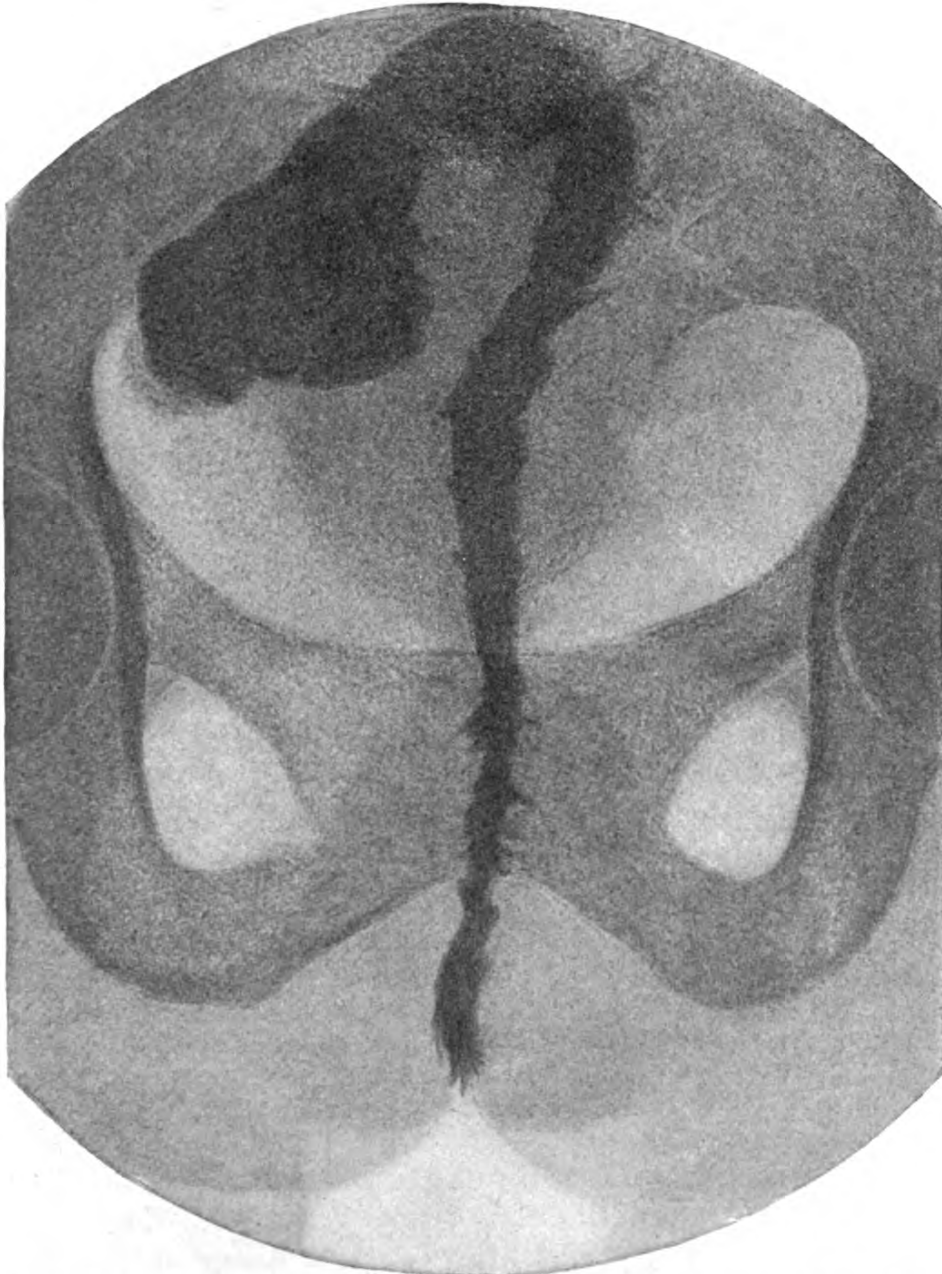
Syphilitische Strikturen des Mastdarms im Röntgenbilde nach Anfüllung des Mastdarms mit Wismuthbrei.
